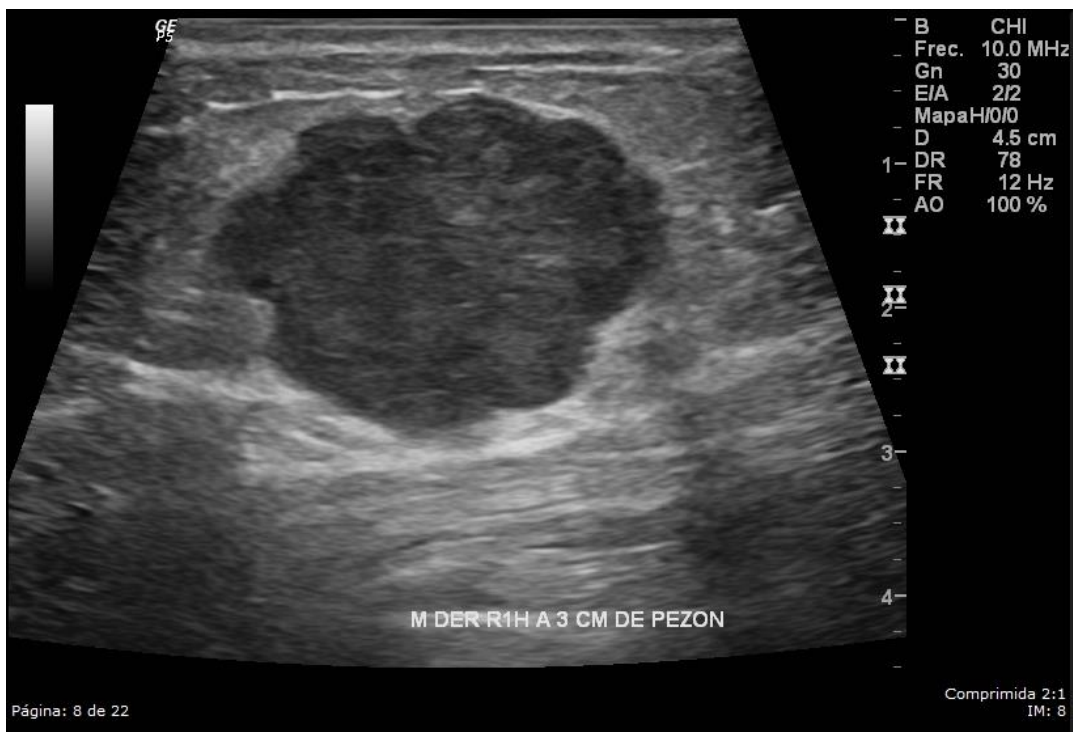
Carcinoma ductal invasivo grado 3 en una mujer de 54 años. Ultrasonido mamario que muestra una masa de forma irregular, orientación paralela, margen microlobulado, hipocóica y con realce posterior. Ésta masa fue categorizada como BI-RADS 4B.
